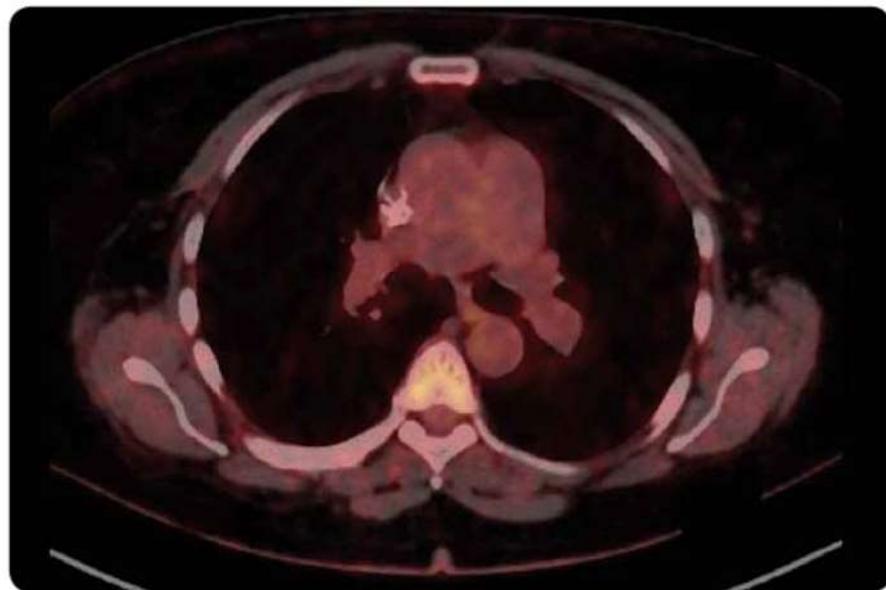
PET/CT z 22. 6. 2015 před zahájením léčby crizotinibem.
